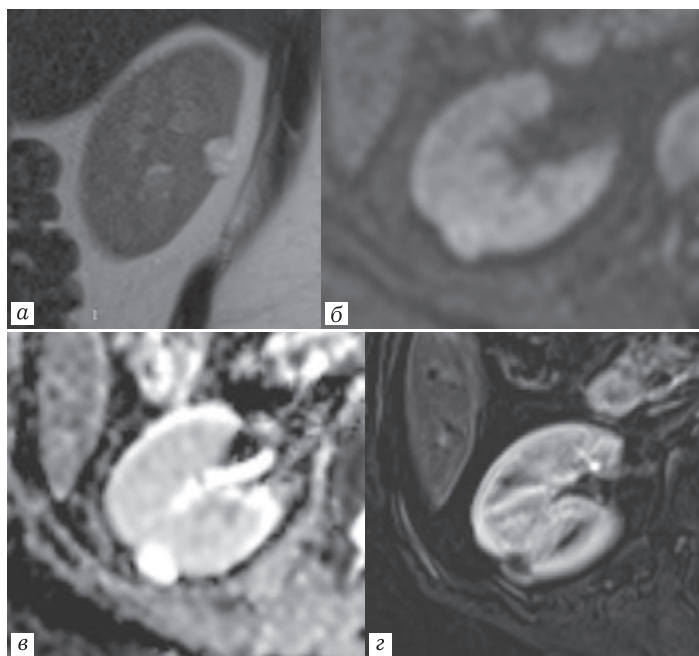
МРТ (фрагмент изображения — правая почка) T2-ВИ в сагиттальной плоскости (а), ДВИ с $b=800$ (б), ИКД (в) и постконтрастное субтракционное изображение (г). Киста Bosniak III. Киста с перегородками, без ограничения диффузии. Отмечается накопление контрастного вещества утолщенной стенкой кисты
